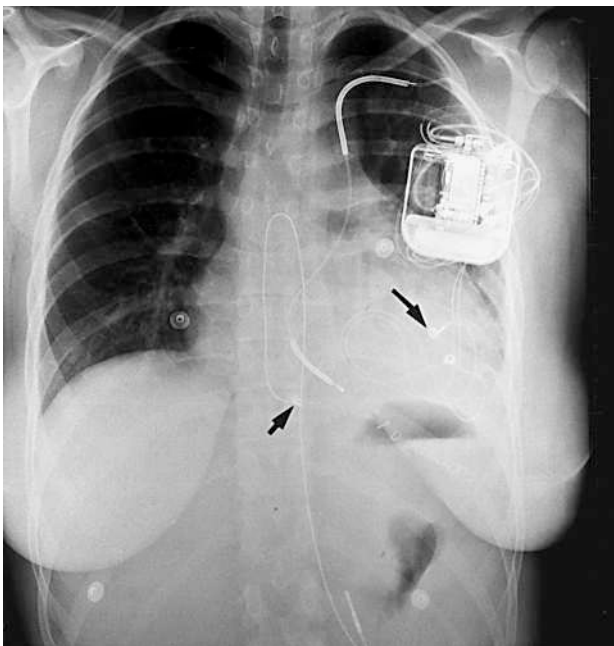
Radiografía posteroanterior de tórax previa al alta definitiva. Obsérvese la disposición del electrodo Endotak a través de la VCSI, y los 3 electrodos epicárdicos, el implantado a VD tras la cirugía correctora en la infancia (flecha corta), y los dos implantados a ventrículo izquierdo para mejorar la detección del DAI (uno de ellos señalado con la flecha larga).
